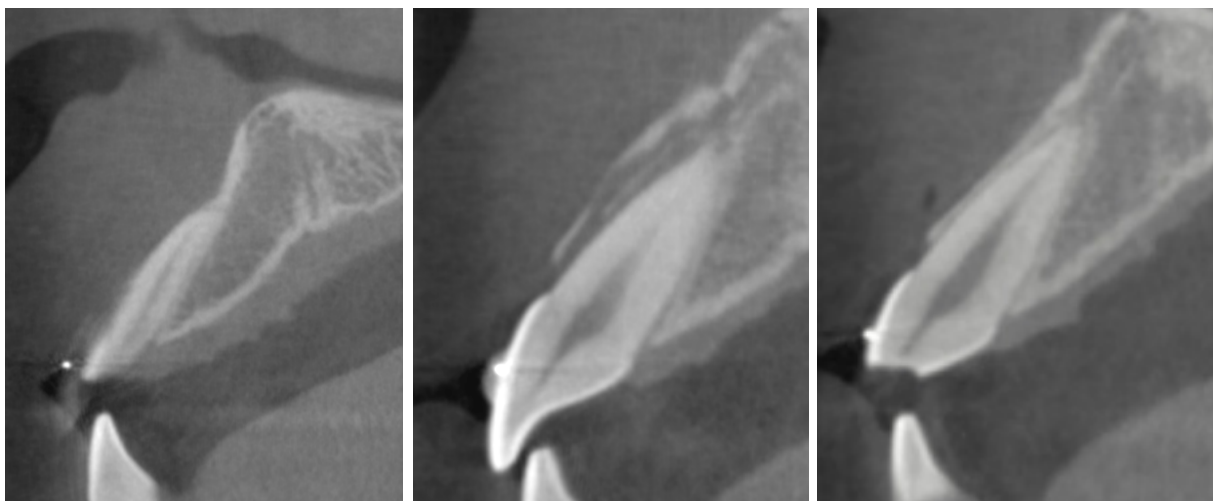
CBCT radiographs.
